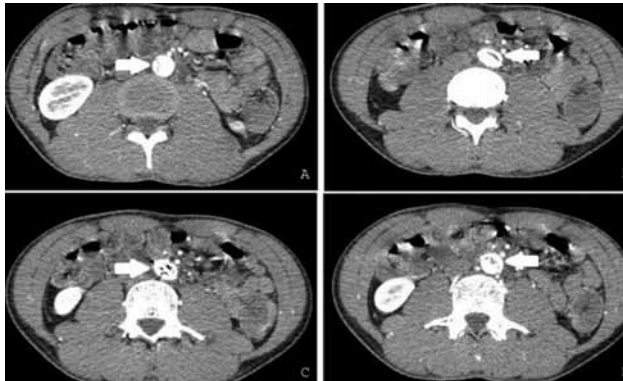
Computed tomography (CT) image of the dissected segment of the abdominal aorta (a) and the atrial septal occluder (ASO) device (b, c, d).
